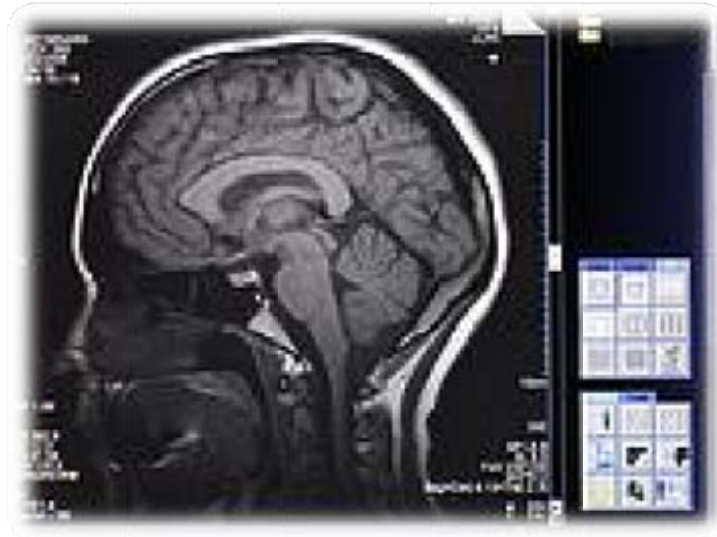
Imagen de Resonancia Magnética.¹⁶
